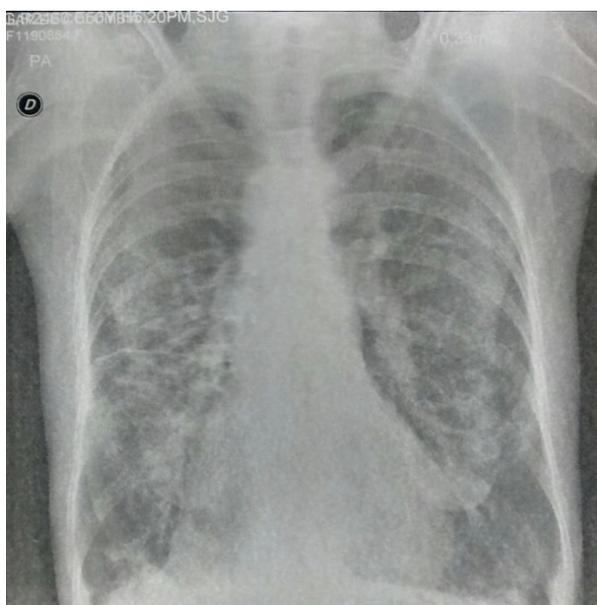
Radiografía de Tórax, tractos fibrosos, infiltrados intersticiales y dilatación vascular. Fuente: Autor.
